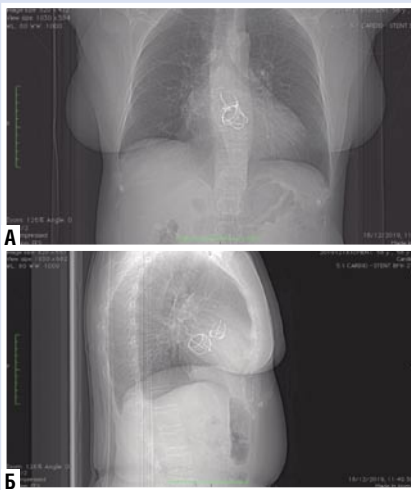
Рентгенограмма пациентки Н. А — прямая проекция; Б — правая боковая проекция. Определяются каркасы клапанных протезов.
